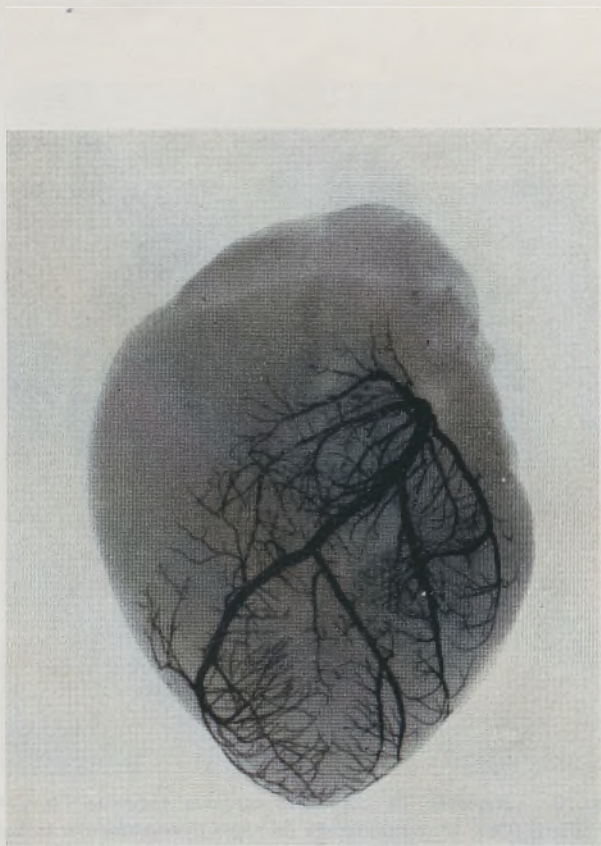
Repleção da artéria interventricular anterior do *Canis familiaris* e radiografia ântero-posterior (Obs. 23).
